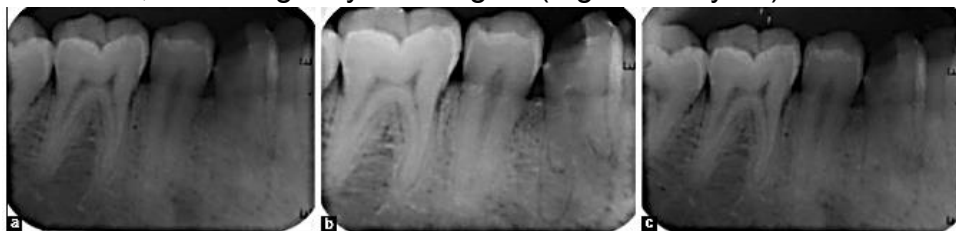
a) Radiografía periapical ortoradial, b) Radiografía periapical mesioradial, c) Radiografía periapical distoradial. ⁽³¹⁾
